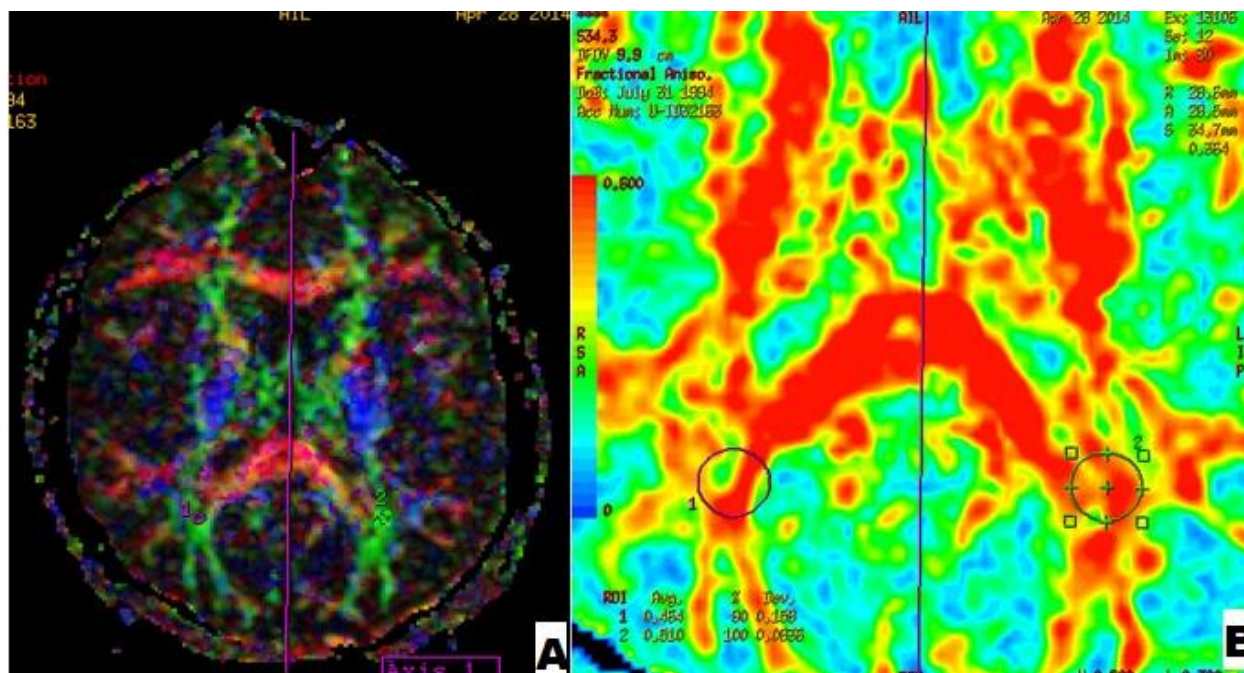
Nalaz MRI pregleda glave kod povređenog sa blagim TOM
